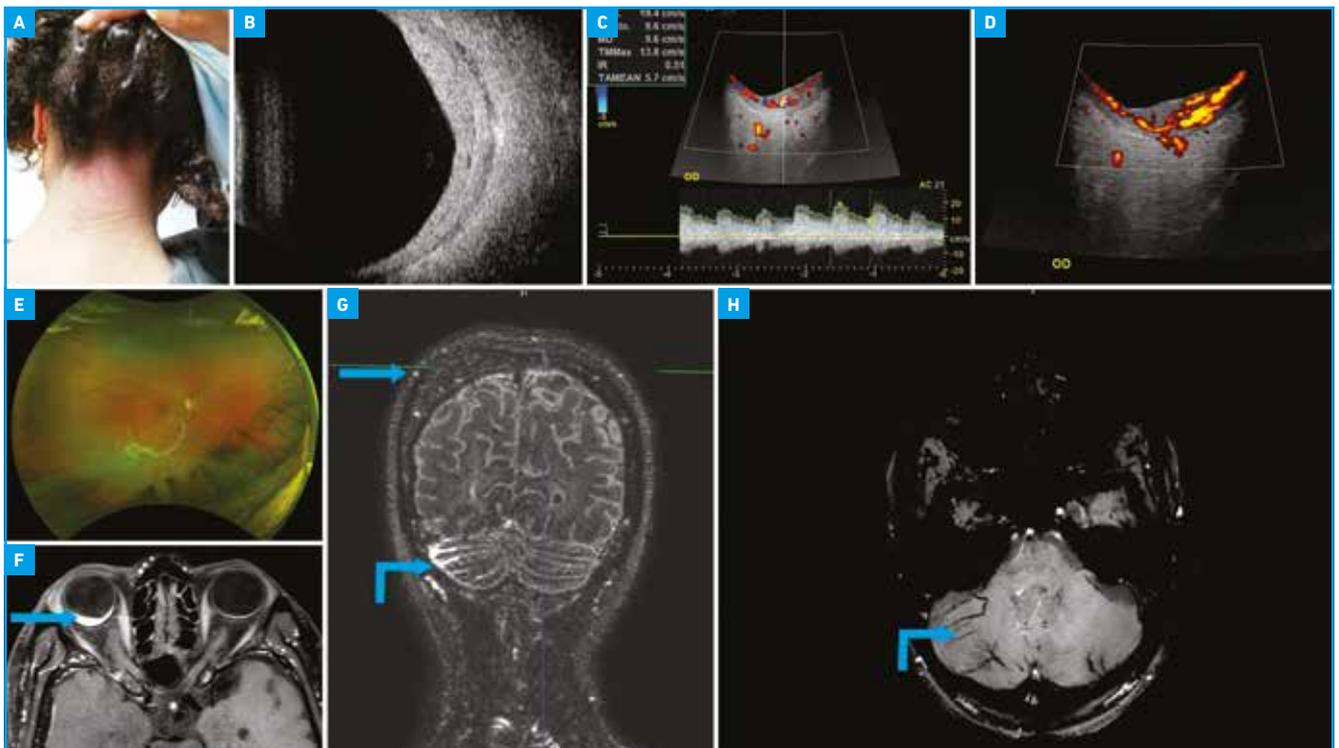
Angiome cutané depuis la naissance à la base de la nuque. B : échographie mode B montrant la lésion choroïdienne échogène et étendue. C : en Doppler couleur et pulsé, vascularisation issue de la circulation ciliaire postérieure avec un profil hémodynamique typique. D : écho-Doppler énergie montrant une vascularisation en strates et non avec des vaisseaux arborisés ou perforants. E : tortuosité vasculaire. F : IRM en T1 fat sat avec injection. Lésion occupant tout le pôle postérieur et débordant en temporal (flèche droite), de morphologie différente de l'hémangiome circonscrit. G : séquence T1 avec injection montrant l'hypertrophie de la voûte hémisphérique droite (flèche droite), avec rehaussement de l'angiome pial cérébelleux droit (flèche coudée). H : séquence de susceptibilité magnétique, vaisseaux hypertrophiques cérébelleux droits (flèche coudée).
